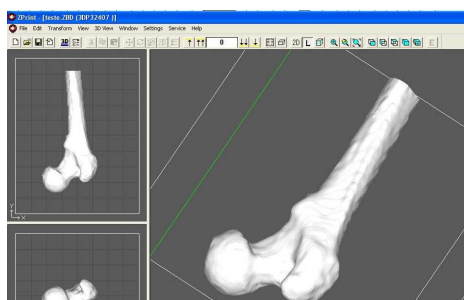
Modelo CAD 3D com base num TC.
